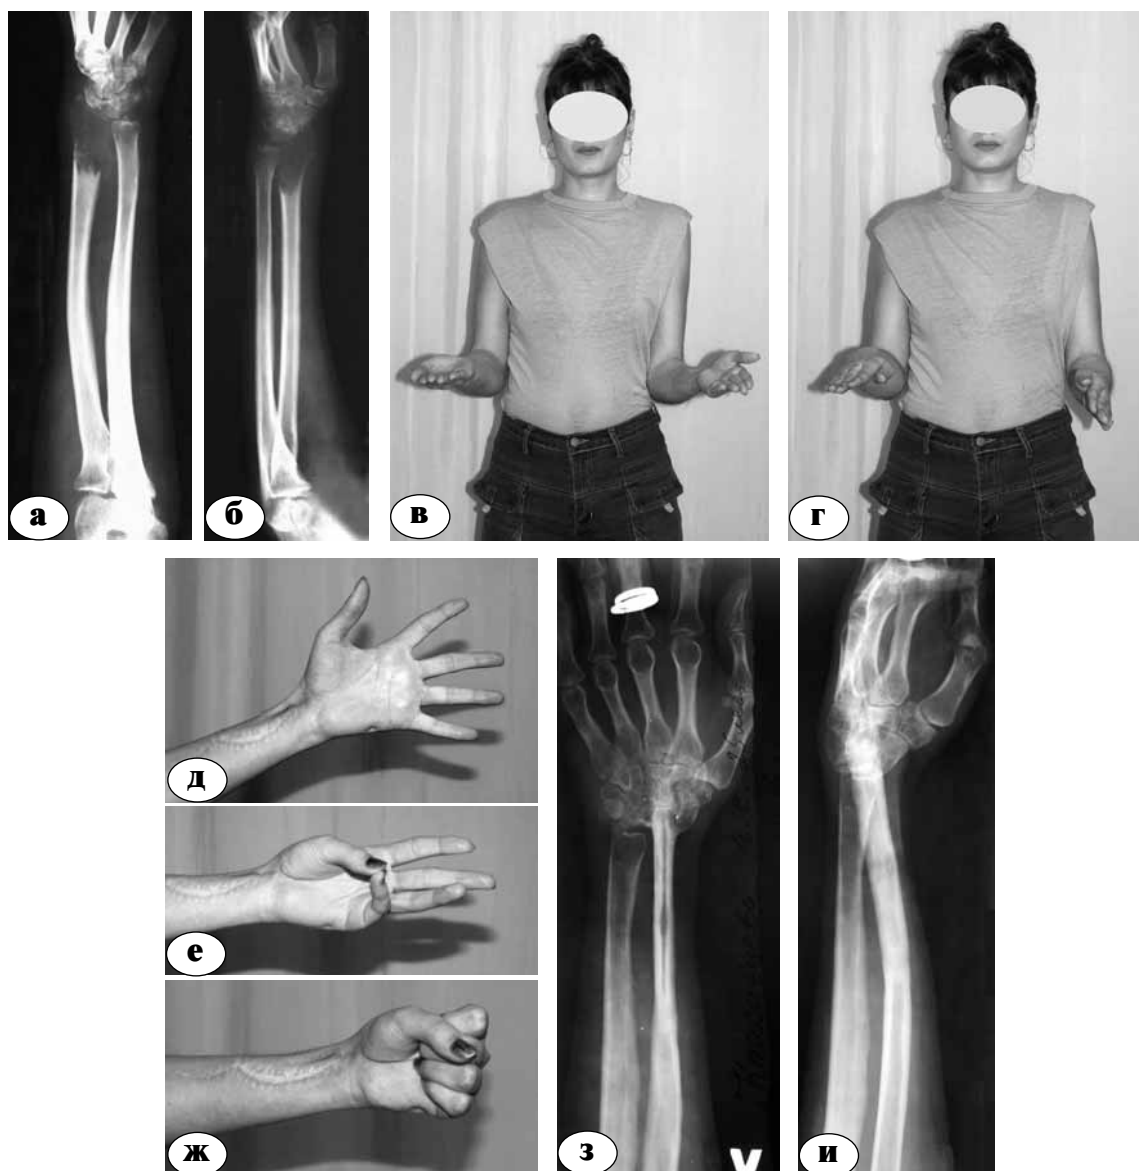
Внешний вид и рентгенограммы больной 21 года. Диагноз: гигантоклеточная опухоль (литическая форма) дистального метаэпифиза левой лучевой кости: а, б – при поступлении; в-и – через 2 года после операции: резекции дистальной части левой лучевой кости и замещения дефекта свободным кровоснабжаемым аутотрансплантатом из малоберцовой кости. Результат лечения расценен как отличный (24,1 баллов по шкале DASH)
